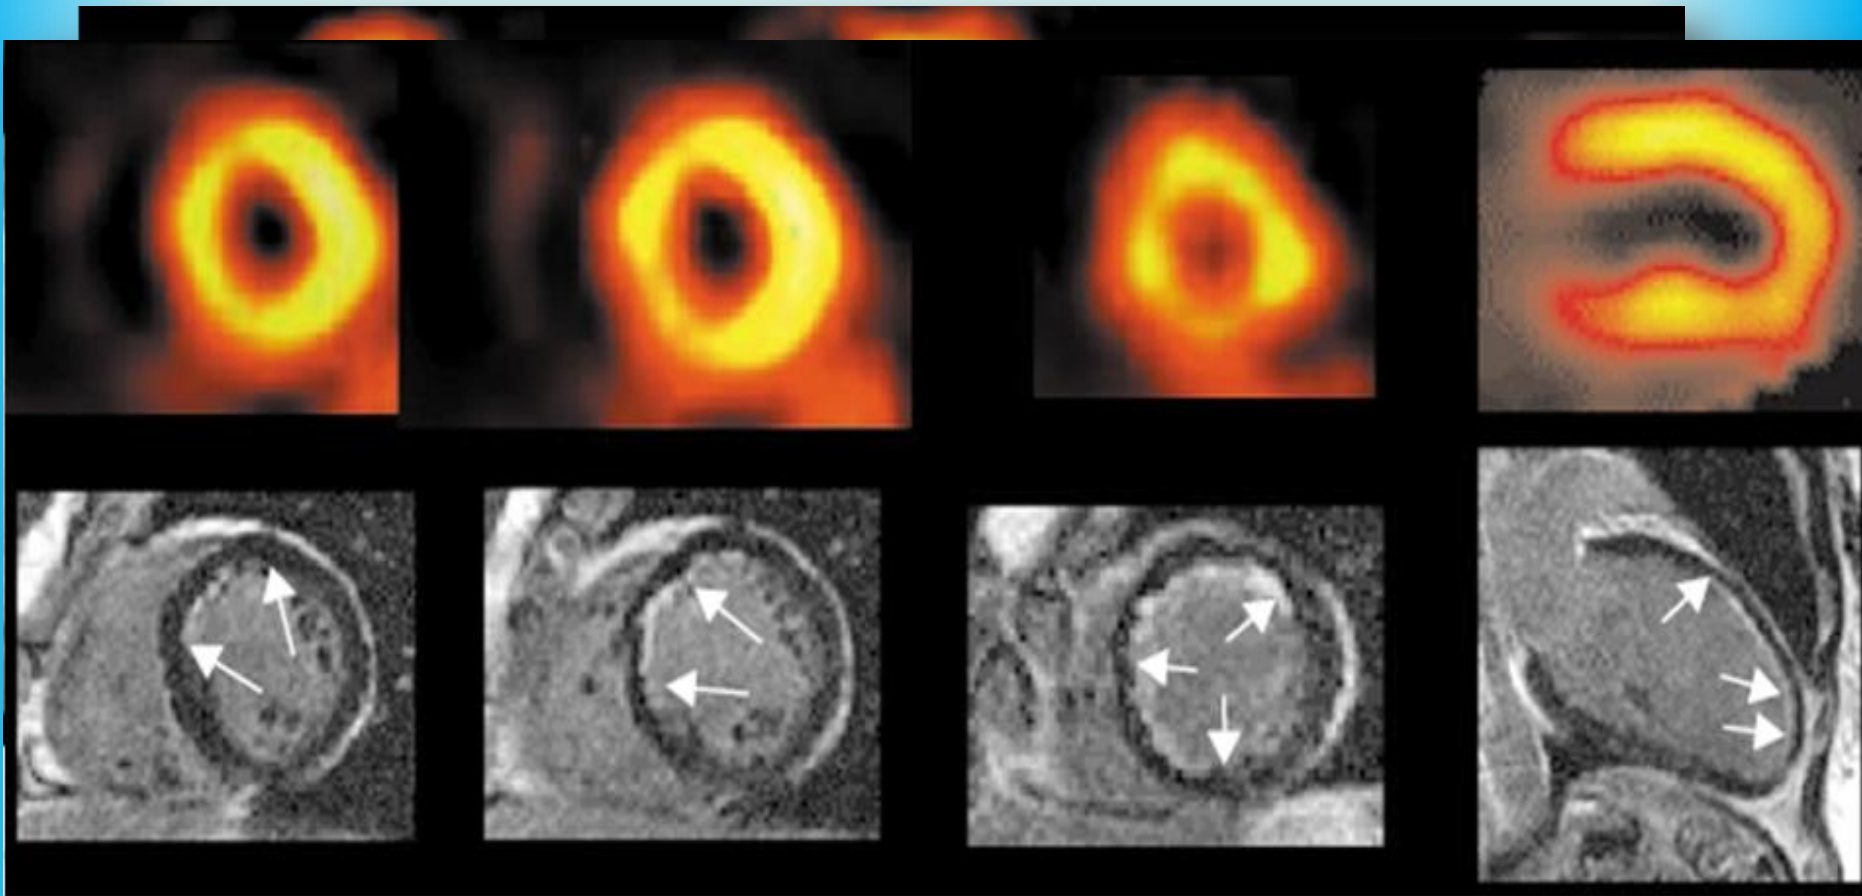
Short-axis views of rest thallium SPECT and contrast-enhanced CMR in patients with subendocardial infarcts
